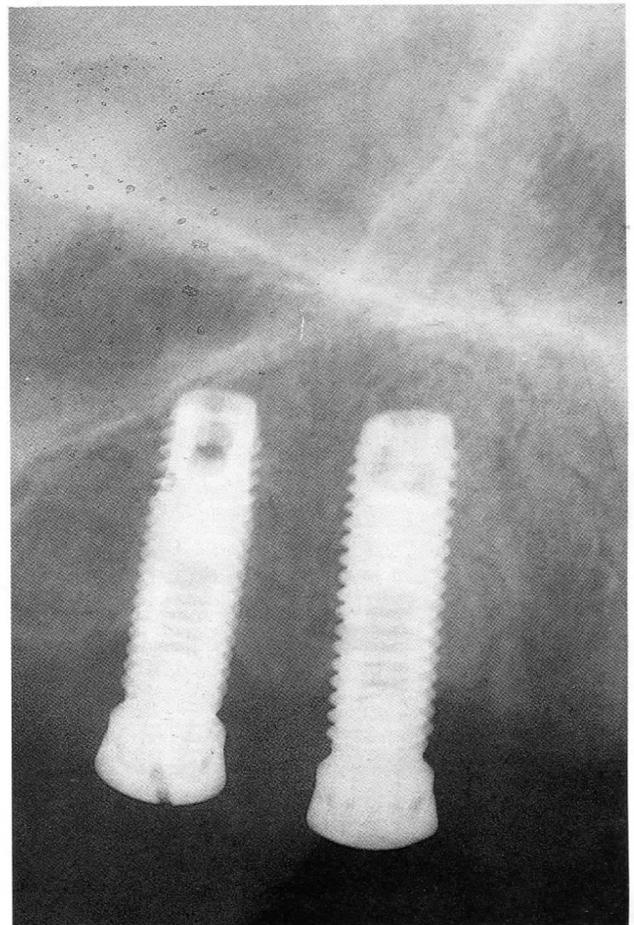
Radiografías intraorales de las fijaciones tras el período de cicatrización que demuestran una buena osteointegración.
